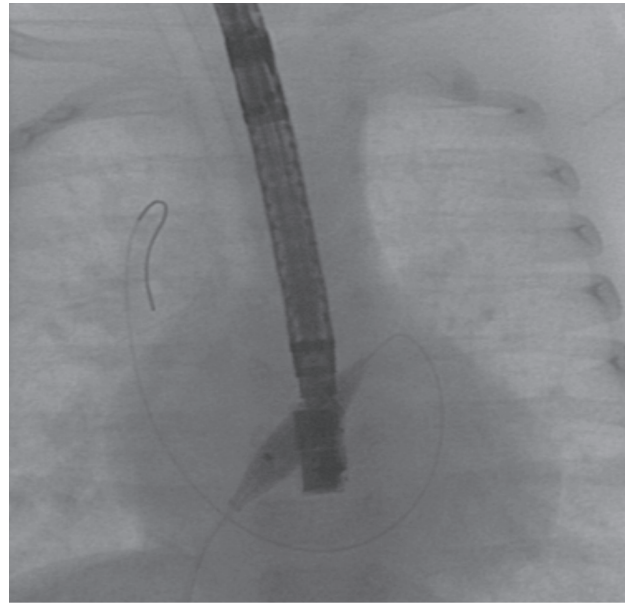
Radioscopia en proyección anteroposterior (paciente N° 2), que muestra el balón con cuchillas insuflado en el *septum* interauricular. Simultáneamente se realiza el control de la posición del balón mediante ecocardiografía transesofágica. Nótese el recorrido de la guía adoptando la forma de la curva de la AI, para finalizar en la vena pulmonar superior derecha.
